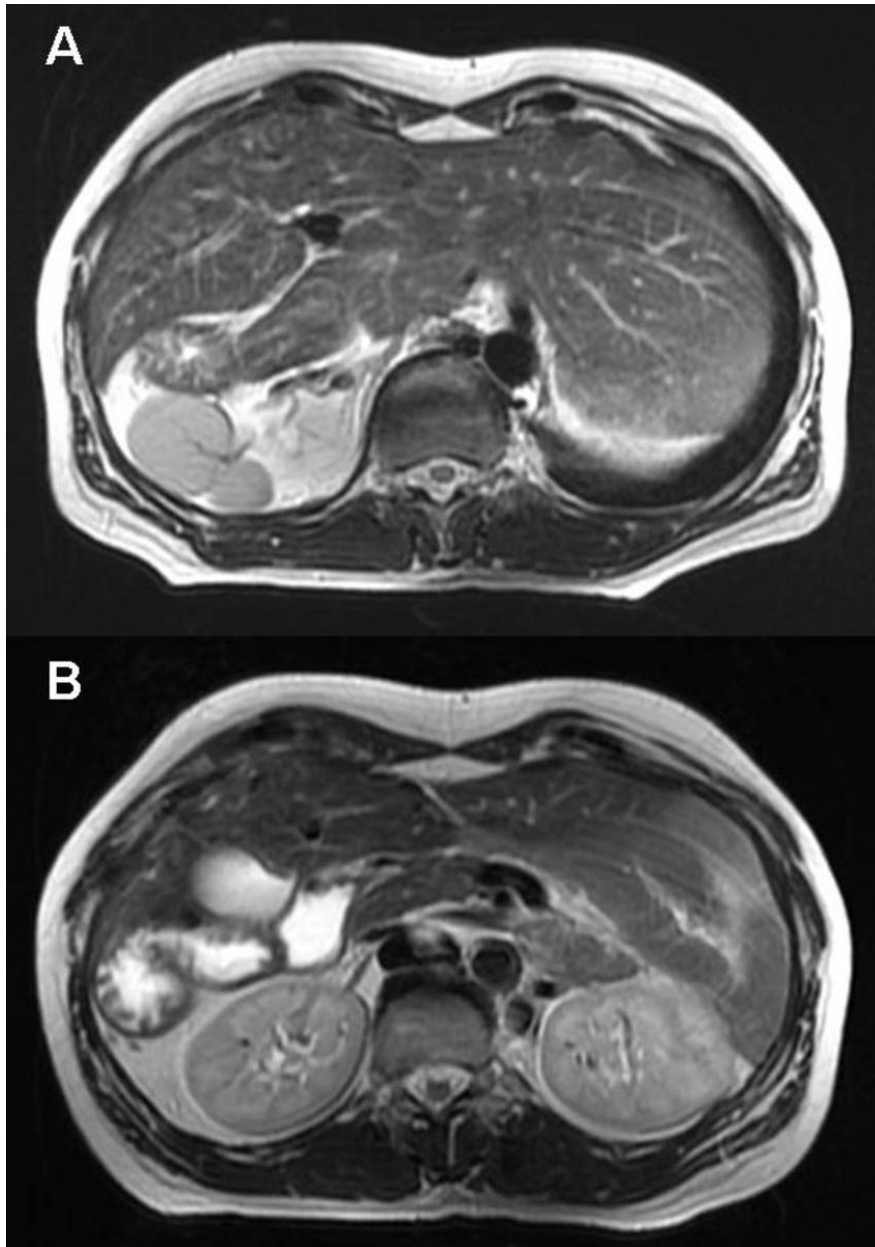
Cortes axiales de RM en secuencia FSE T2. Paciente diagnosticado de SHP. A. Se aprecia el hígado centrado en línea media y varias imágenes nodulares en hemiabdomen derecho compatibles con pequeños bazos agrupados (poliesplenia). B. En este corte se puede observar el estómago situado al lado derecho del abdomen, un páncreas truncado (sólo se consigue evidenciar la cabeza del mismo) y la arteria aorta con las vena ácigos (a su derecha) y hemiacigos (a su izquierda).
